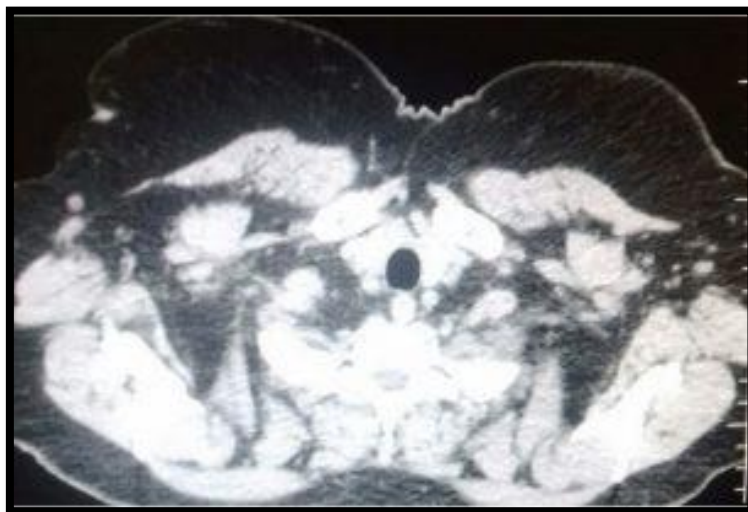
tomografía axial computarizada de cuello y tórax normal.
